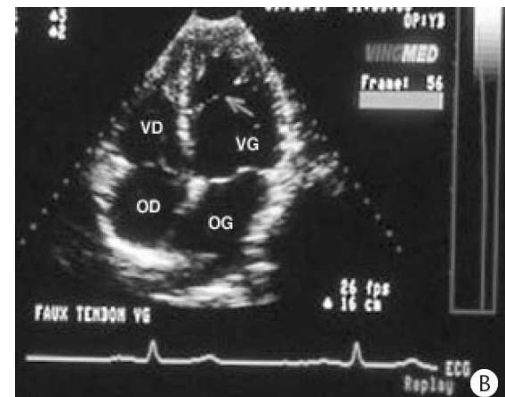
Coupe «4 cavités» en échographie bidimensionnelle (d'après [Bernard 2002]).
